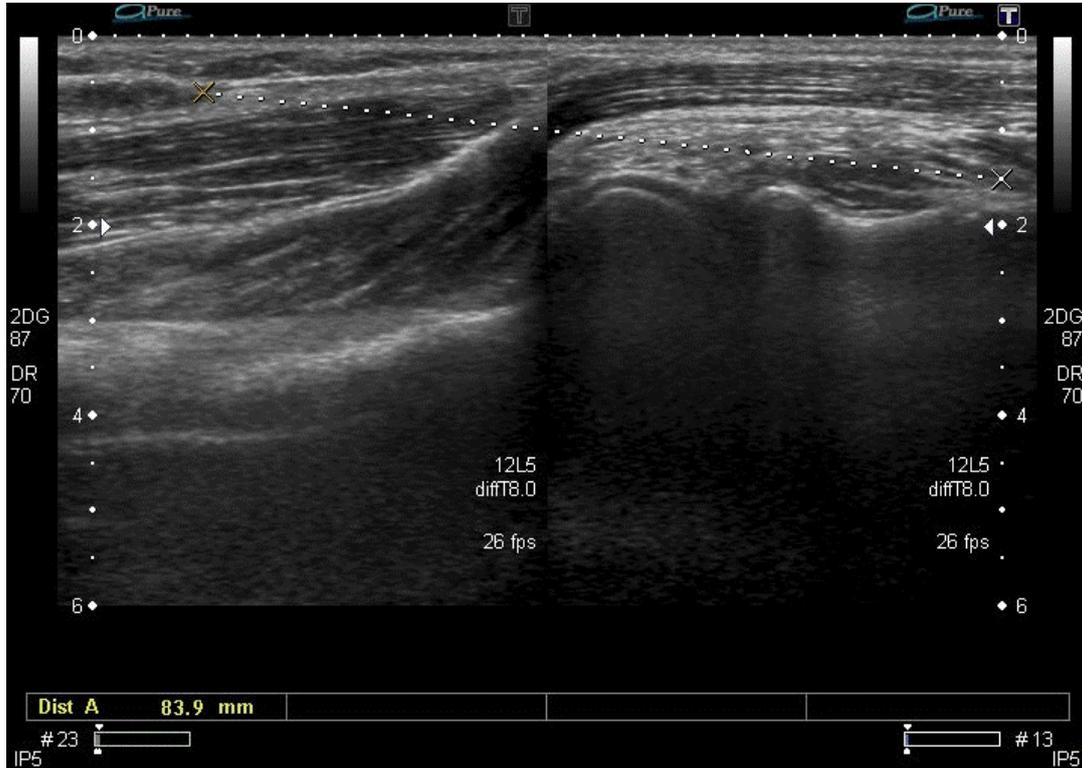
Ecografía: Rotura completa del tendón distal del bícepscon, evidenciando retracción del muñón proximal de 8 cm.
